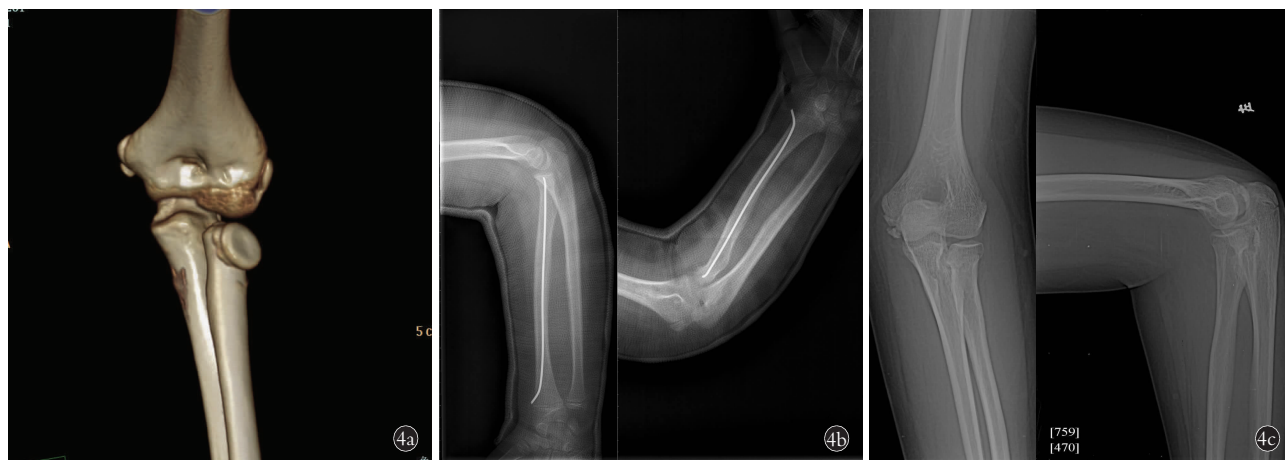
患儿,男,10 岁,左侧桡骨颈骨折 4a. 术前 CT 示桡骨颈骨折,Metaizeau-Judet 改良分型 IV 型 4b. 术中行克氏针翘拨复位接受弹性髓内针内固定及石膏外固定良好 4c. 内固定取出后 1 年随访 X 线片未见桡骨头坏死,关节屈伸良好
